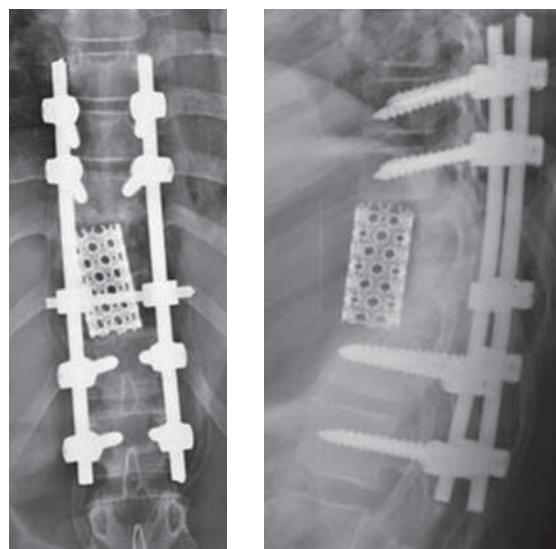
Рентгенография грудного отдела позвоночника больного О. после операции
